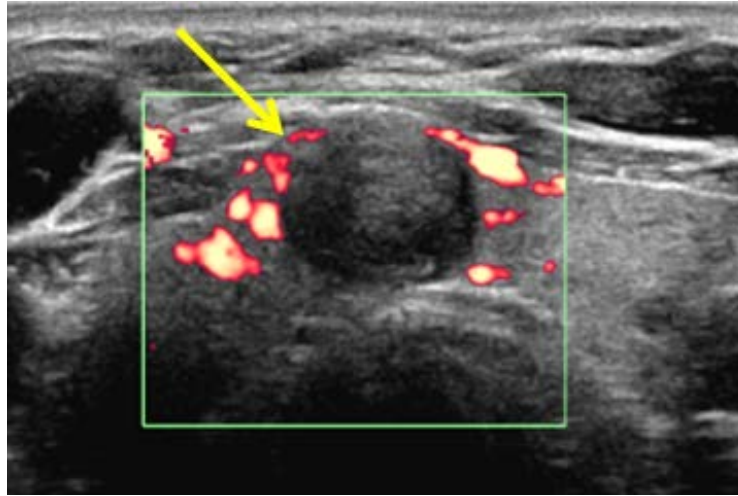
Estudio con Doppler energía. Nódulo en el que NO se detecta vascularización. Nódulo coloide.
